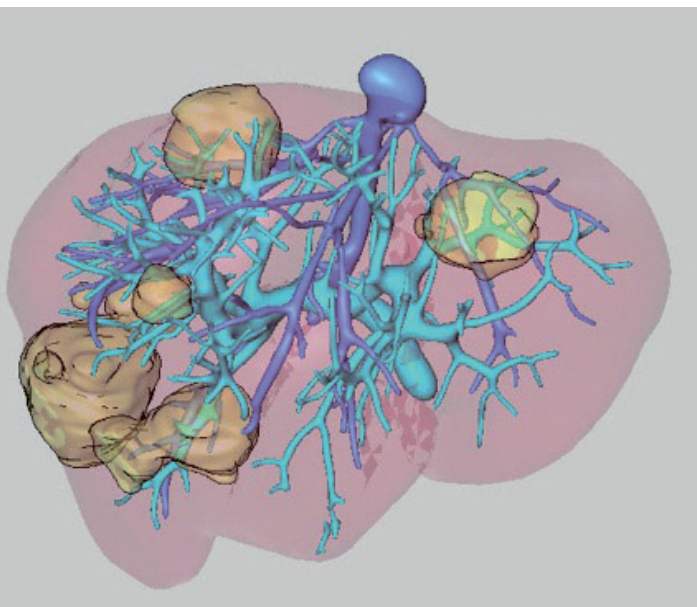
Um möglichst viel tumorfreies Parenchym zu erhalten, ist die präoperative Planung mittels 3-D-MRI-Modell notwendig.
